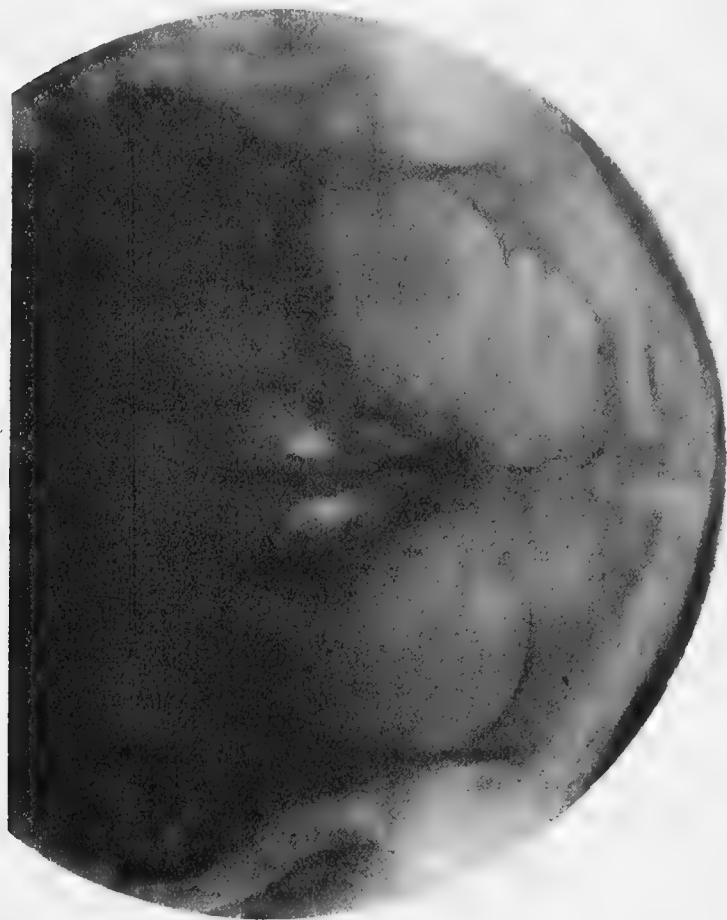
Radiographie prise en incidence vertex-menton-plaque.
